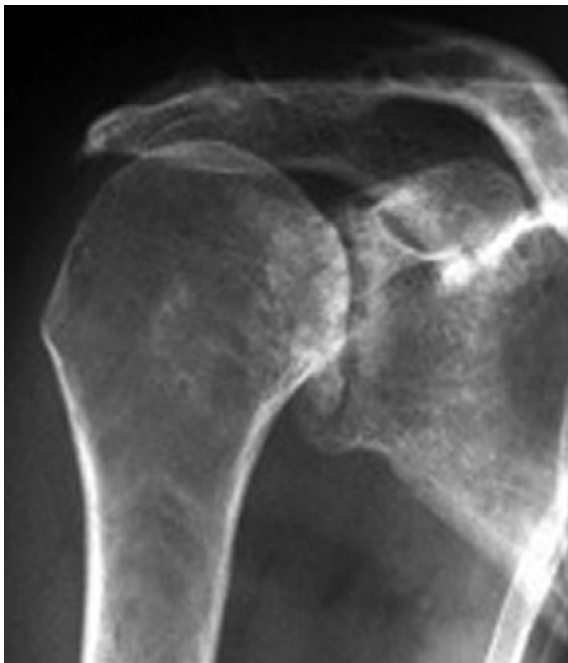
Simple X-ray showing cuff tear arthropathy.
